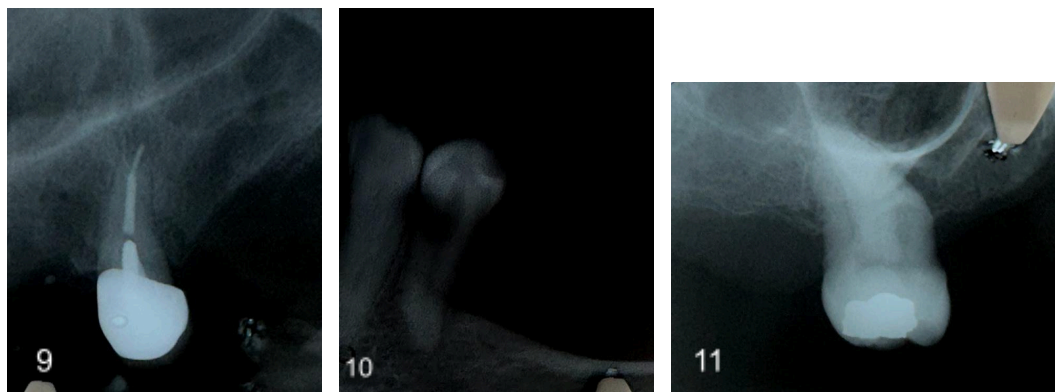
/10/11: fotografías periapicales de elementos 16, 23 y 34
